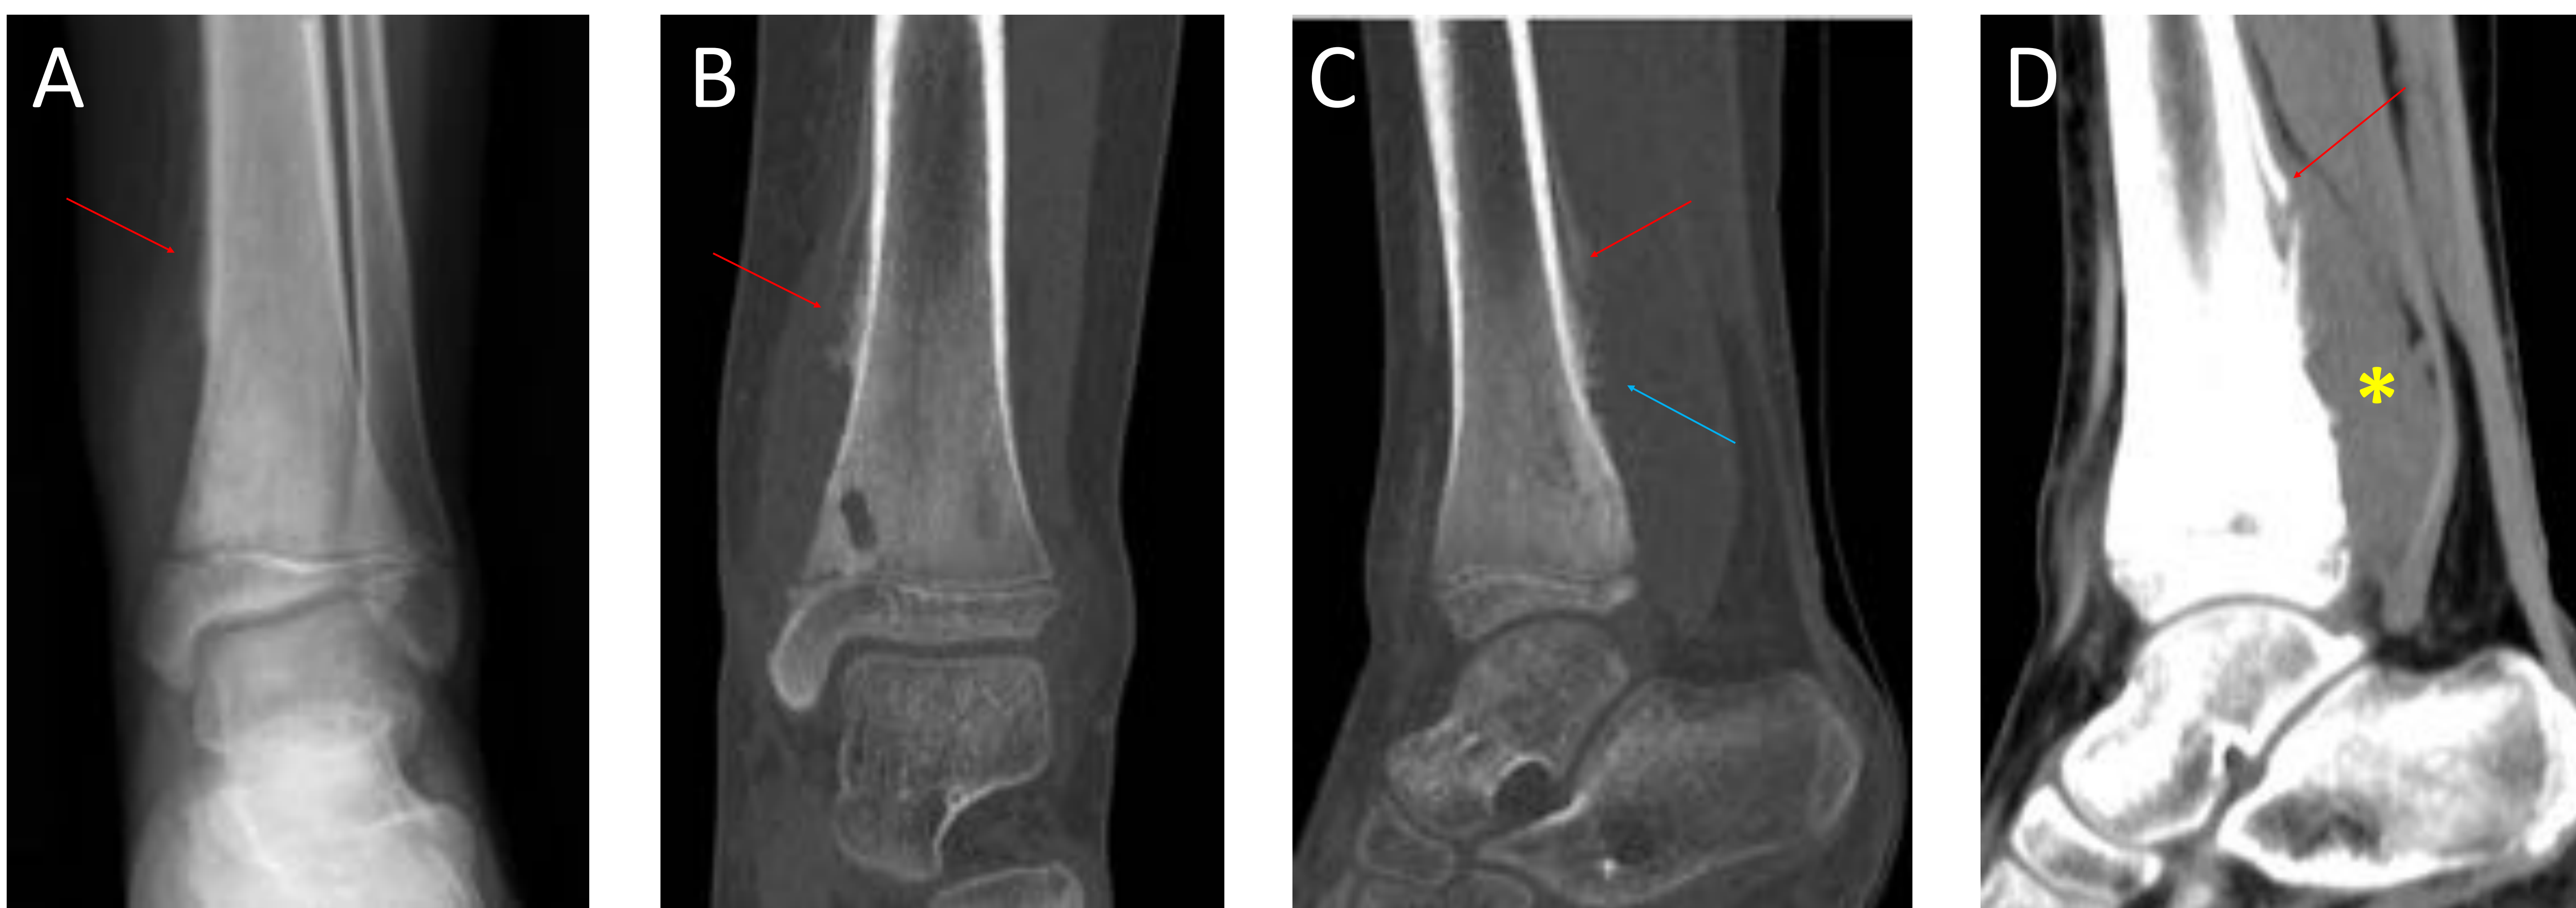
Rx simple AP (A) e imágenes de TC con ventana ósea MPR coronal (B) y sagital (C) y ventana de partes blandas MPR sagital (D), de lesión ósea con características de agresividad en extremidad distal de tibia.
